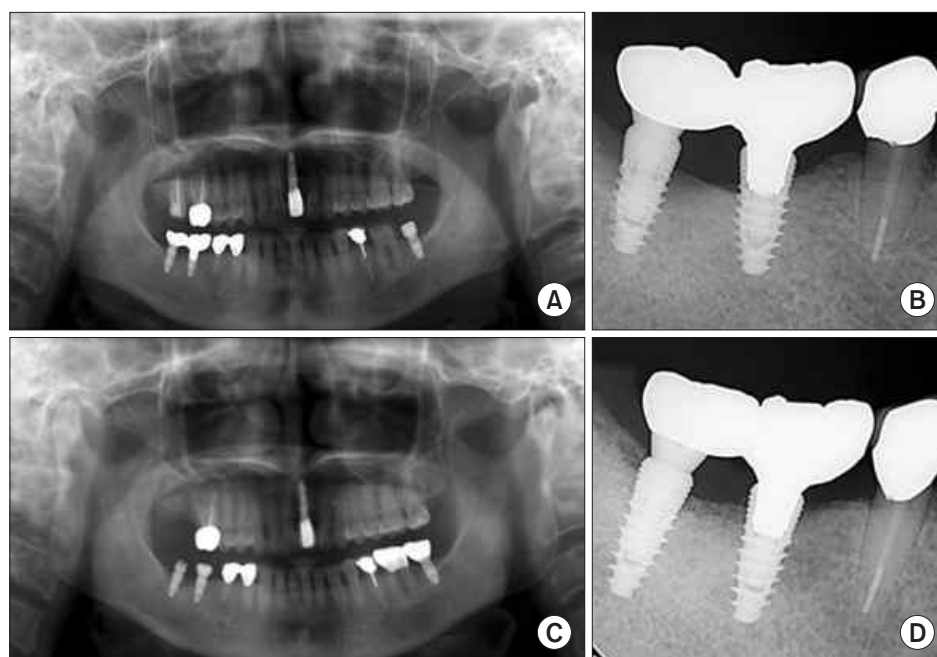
Radiographic follow up after free gingival graft on #46, 47 implant. (A, B) Panoramic view and standard x-ray at initial visit of the patient. Marginal bone loss and radiolucency around #46, 47 implant was detected. (C) Panoramic view after guided bone regeneration on bony defect of #46, 47 implant. (D) Standard x-ray at 6 month after free gingival graft on #46, 47. There was cortical bone change in marginal bone around #46, 47 implant.
